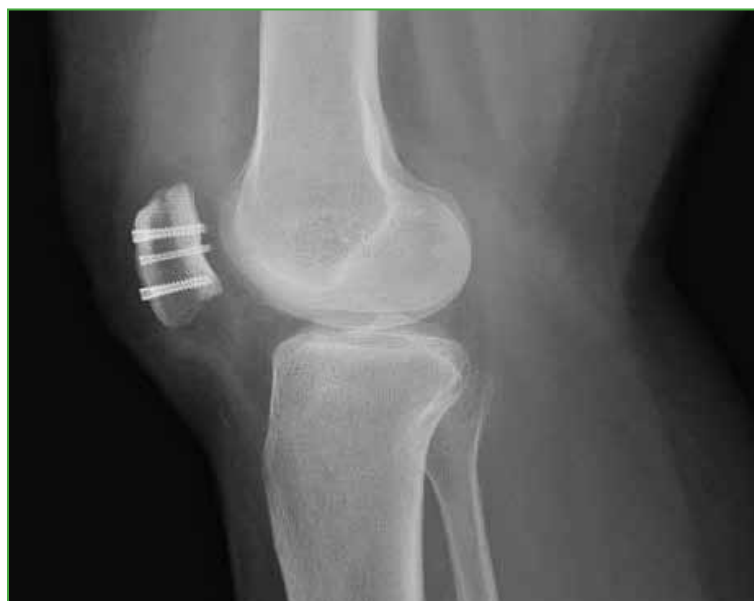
Radiografía lateral de rodilla posoperatoria. Se observa la incorporación del aloinjerto.
